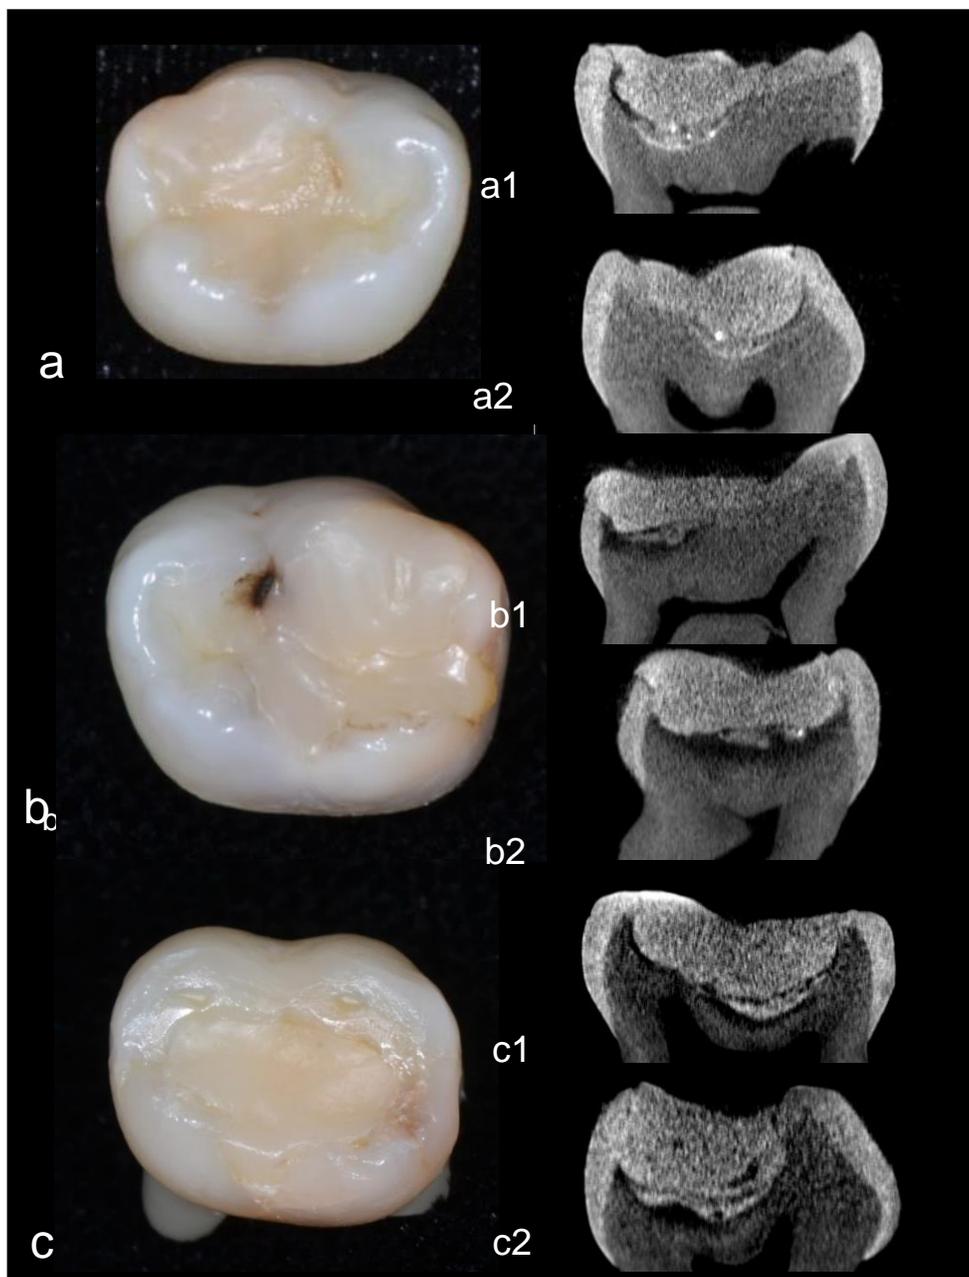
Restaurações oclusais em 3 diferentes dentes submetidos à RSTC. Na coluna da esquerda, as imagens obtidas através de fotografias digitais: em (a), 26 meses de acompanhamento; em (b), 19 meses de acompanhamento; em (c), 60 meses de acompanhamento. Na coluna da direita, as imagens de Micro-CT em cortes coronais no sentido mesio-distal (a1, b1 e c1) e em cortes sagitais no sentido vestibulo-lingual (a2, b2 e c2).
